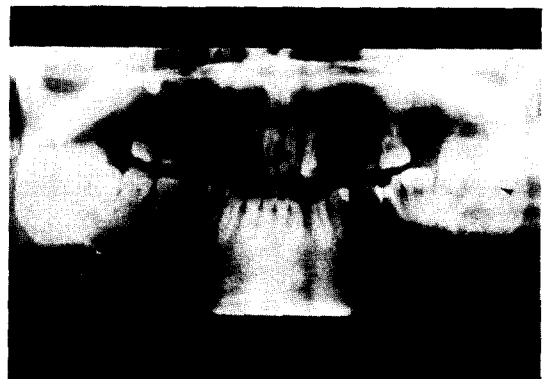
증례 1환자의 Orthopantomogram
